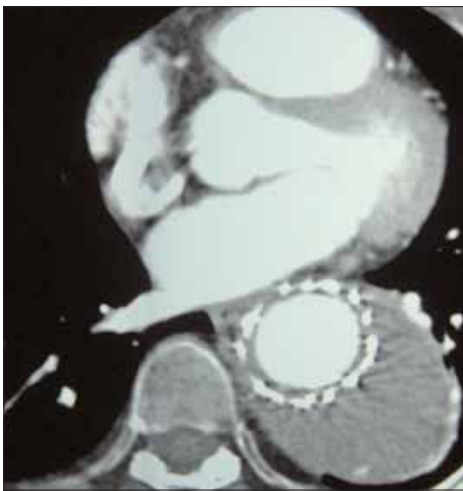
Corte transversal de una tomografía axial computarizada donde se aprecia la situación de una endoprótesis en un aneurisma con trombo sacular.
